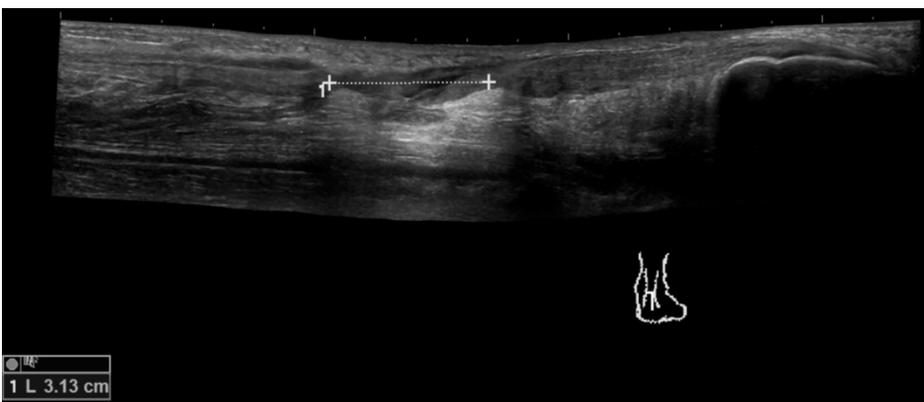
Ultrasonido escala de grises con transductor lineal de 6-16 MHz en un corte longitudinal.
